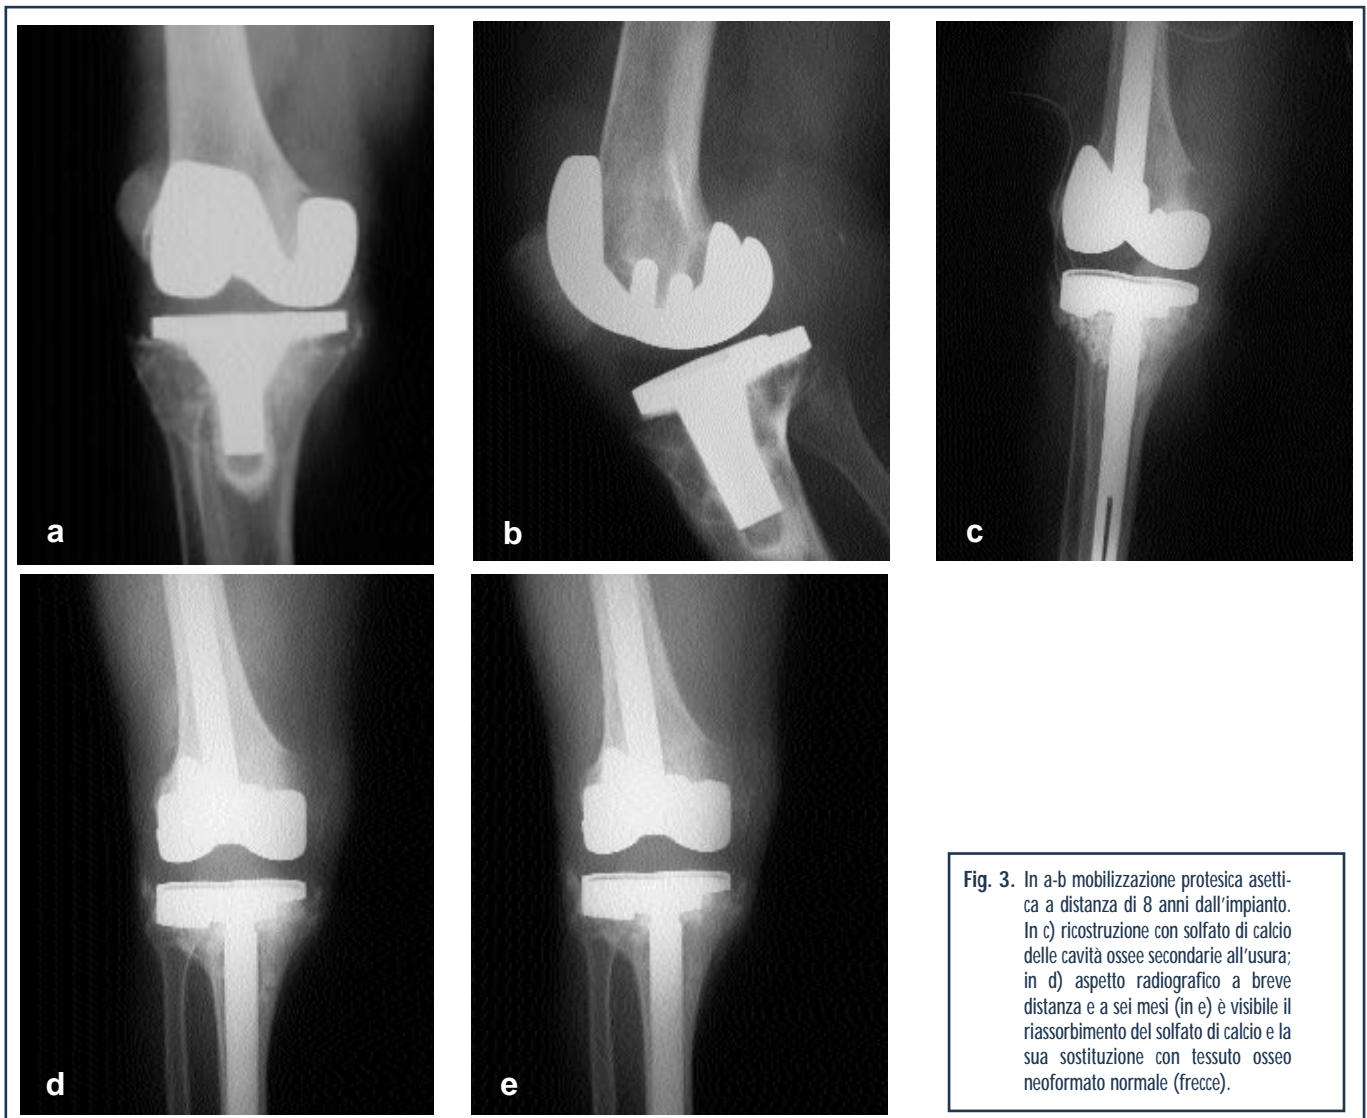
In a-b mobilizzazione protesica asettica a distanza di 8 anni dall'impianto. In c) ricostruzione con solfato di calcio delle cavità ossee secondarie all'usura; in d) aspetto radiografico a breve distanza e a sei mesi (in e) è visibile il riassorbimento del solfato di calcio e la sua sostituzione con tessuto osseo neoformato normale (freccie).
